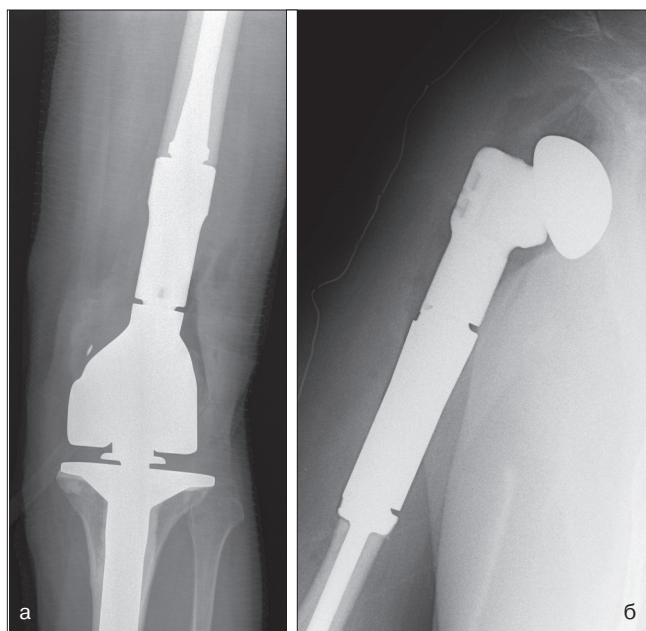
Рентгенограммы, выполненные на первые сутки после операции; а) пациент В., 58 лет. Операция — дистальная резекция левой бедренной кости с эндопротезированием; б) Пациентка А., 77 лет. Операция — проксимальная резекция правой плечевой кости с эндопротезированием
